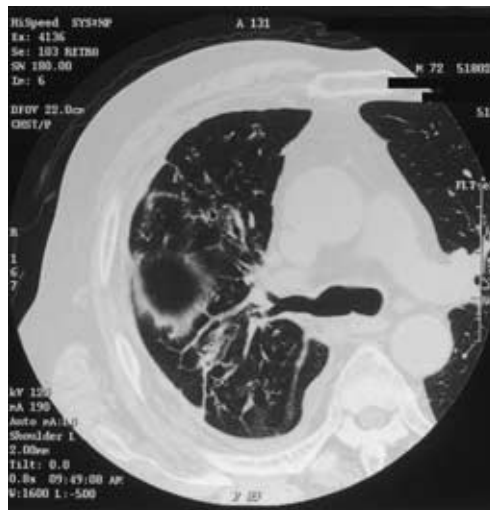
Chest CT scan on admission showing an infiltrative shadow with cavity formation in the right S₃ and pleural effusion.
